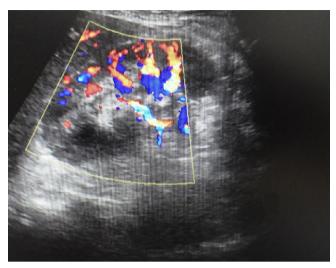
Right kidney tumor ultrasound examination (color dopnler).
